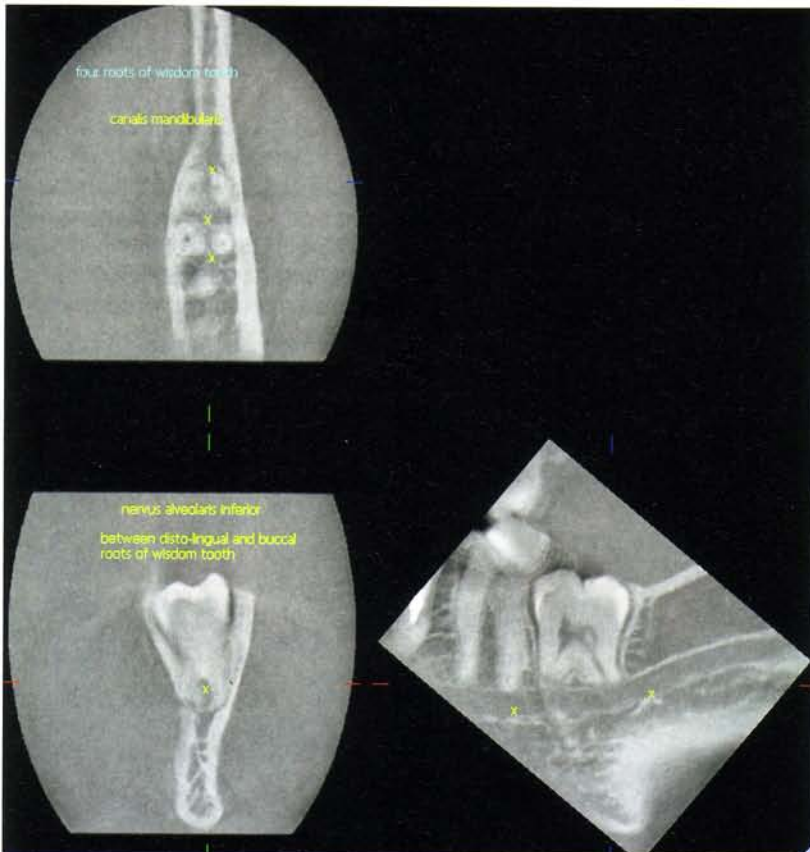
Weisheitszahn 38. Die CBCT zeigt das Verhältnis der beiden distalen Wurzeln zum Mandibularnerven.
